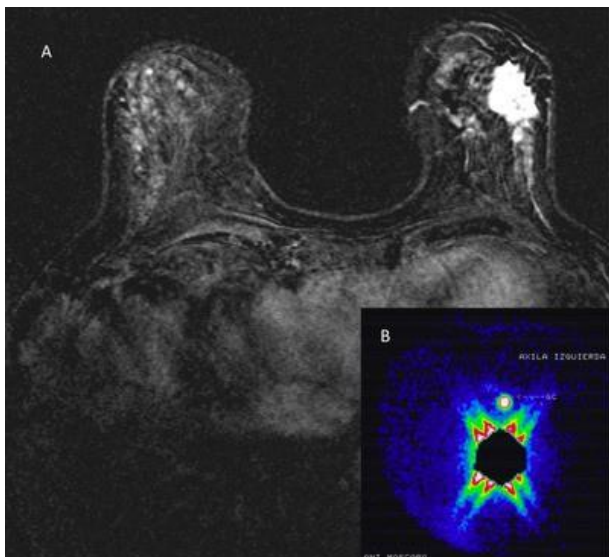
RM mamas del diagnóstico con tumor primario(A) y medicina nuclear con ganglio axilar (B).
